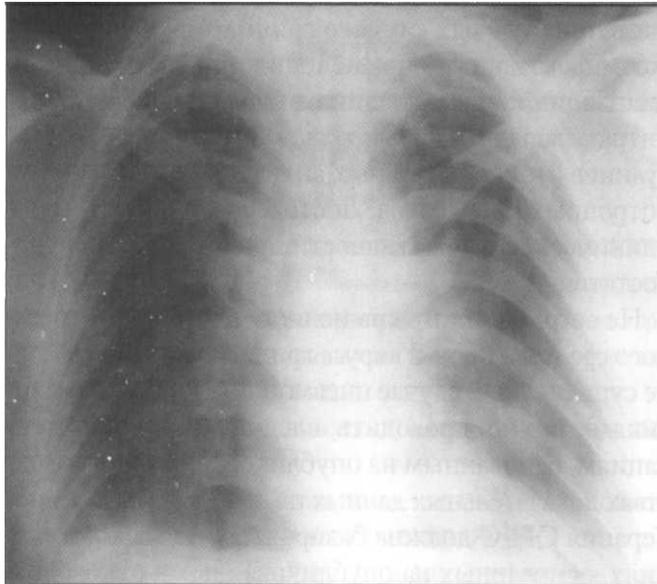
Рентгенограмма органов грудной клетки больного Р
